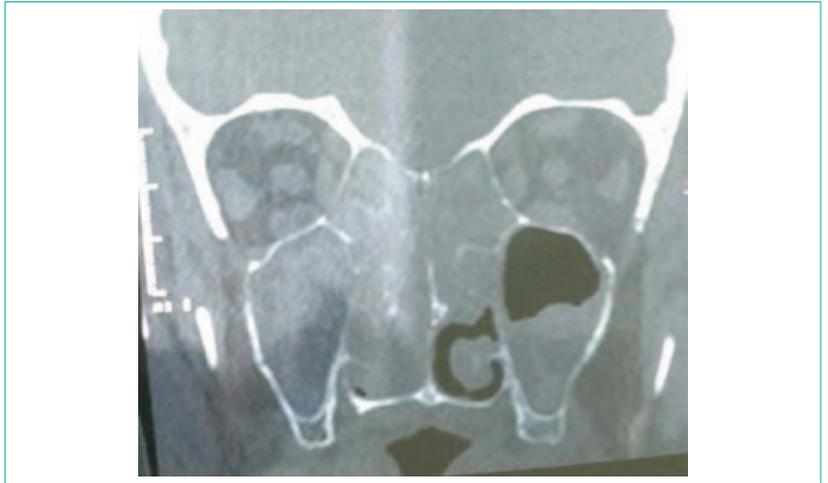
Компьютерная томография носа и околоносовых пазух в коронарной проекции
